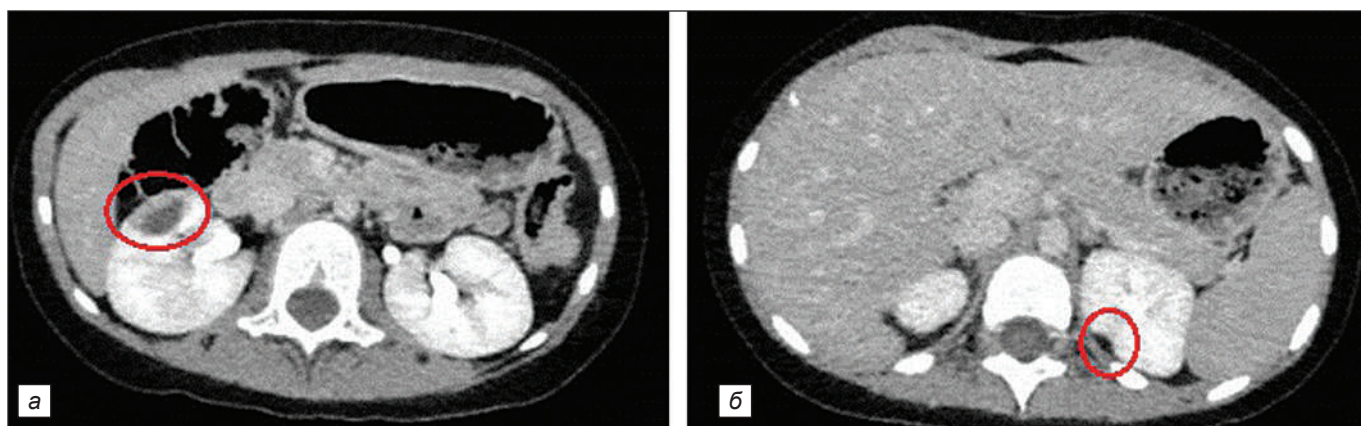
Компьютерная томограмма. После проведения ПХТ. *а* – новообразование в правой почке; *б* – новообразование в левой почке.
